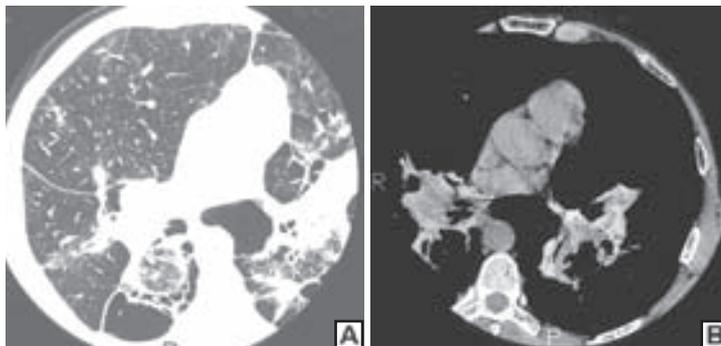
Tomografia computadorizada de alta resolução. Em A, corte focado no pulmão direito, com janela para parênquima pulmonar, evidenciando opacidades nas regiões póstero-inferiores dos pulmões, com acentuado enfisema adjacente e espessamento esparso de septos interlobulares. Em B, corte com janela para mediastino, mostrando que as consolidações são heterogêneas, contendo áreas esparsas de elevada atenuação de permeio.
